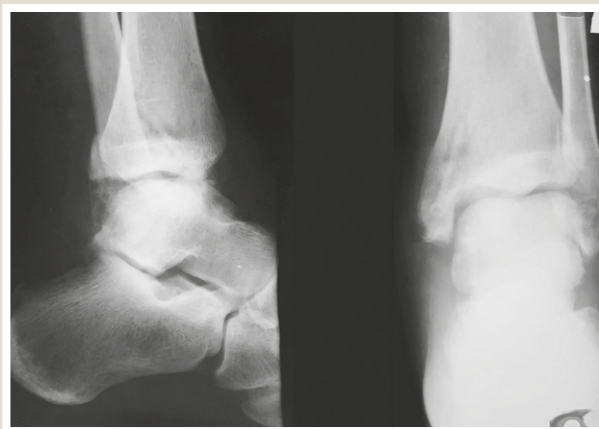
Фотовідбитки з рентгенограми хворого Ж. на 14 добу після операції.
